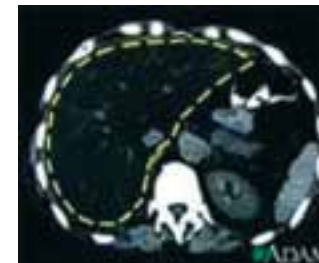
Компьютерная томография. Стеатоз печени (Wikipedia, 2015)
